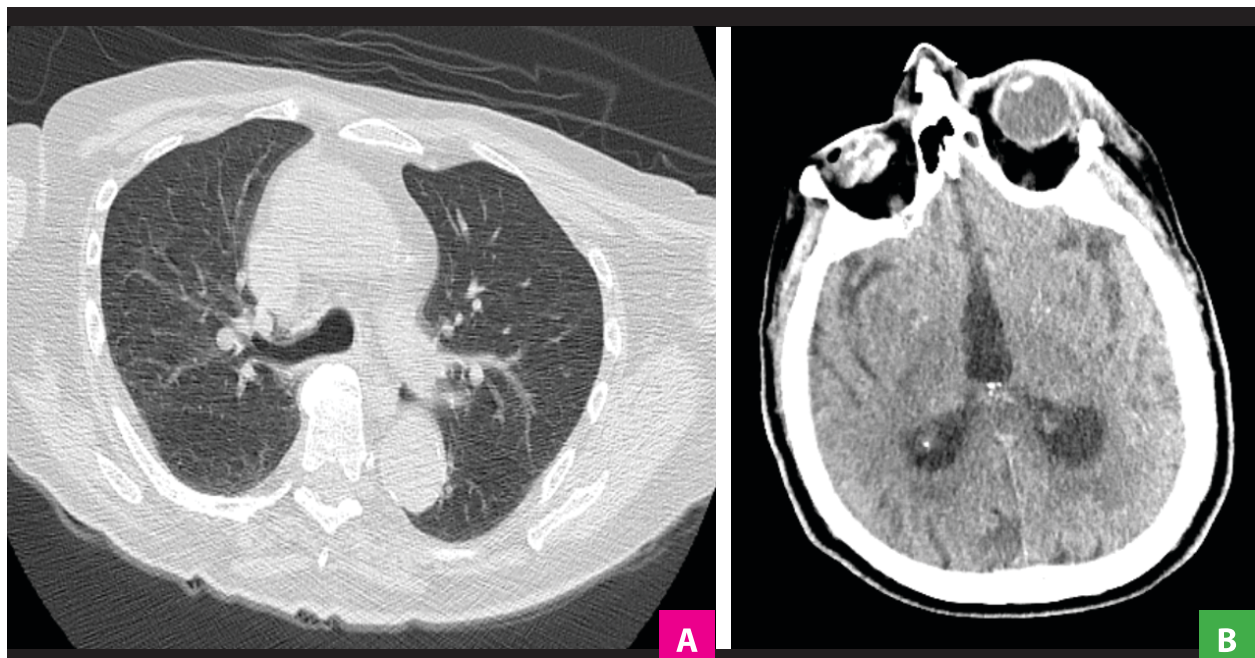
A) Tomografía de tórax sin contraste que no muestra lesiones focales significativas del parénquima pulmonar, ni efusión pleural ni pericardio. B) Tomografía de cerebro sin contraste, no se evidencia signos de isquemia ni hemorragia. aguda.
